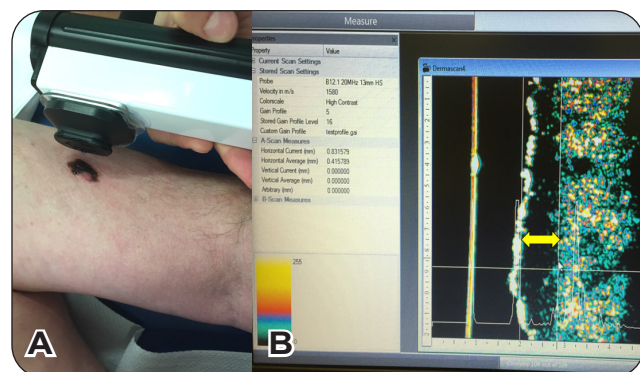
(A) Échographie à haute fréquence. (B) Estimation de l'épaisseur de la lésion (flèche jaune).
